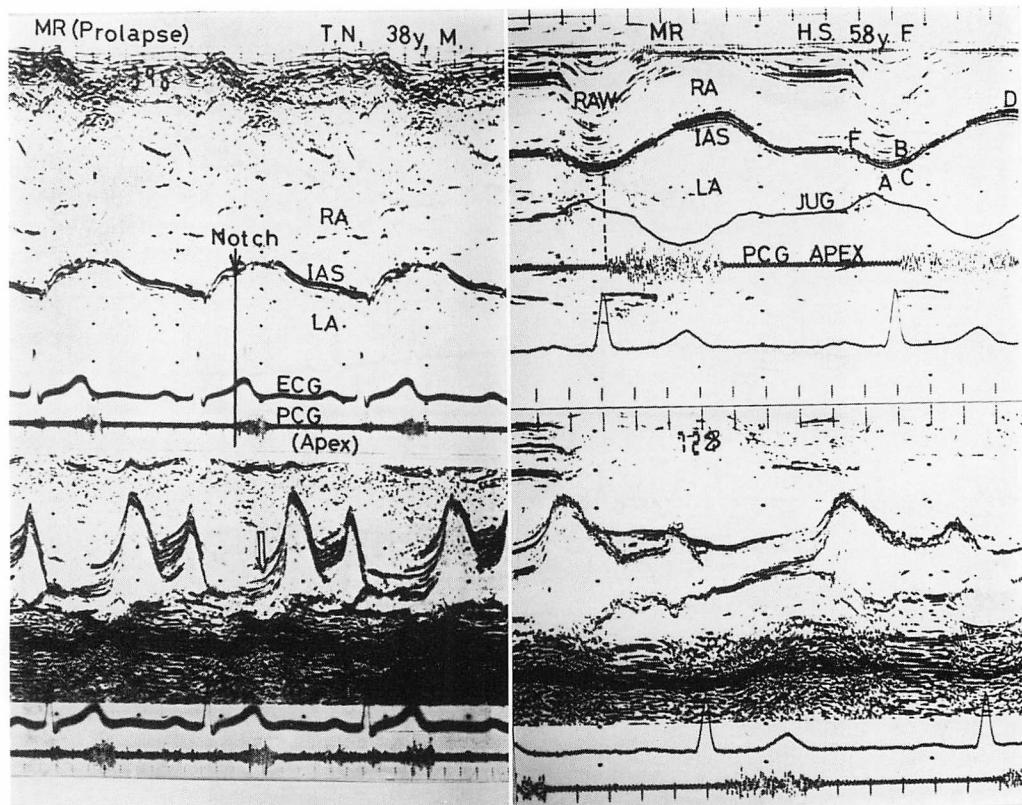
Echocardiograms in tow patients with mitral regurgitation.
